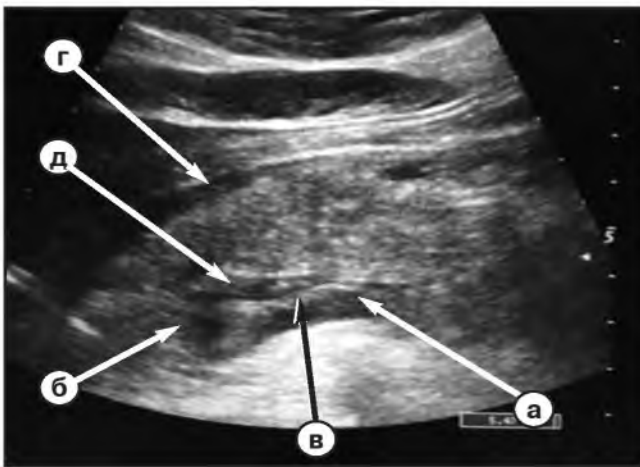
Фото УЗИ селезеночной вены (а) и венозного конглоуэнса (б) при тромбозе: тромб (в) в просвете селезеночной вены и частично в конглоуэнсе, зона №1 (г), зона №2а (д).
